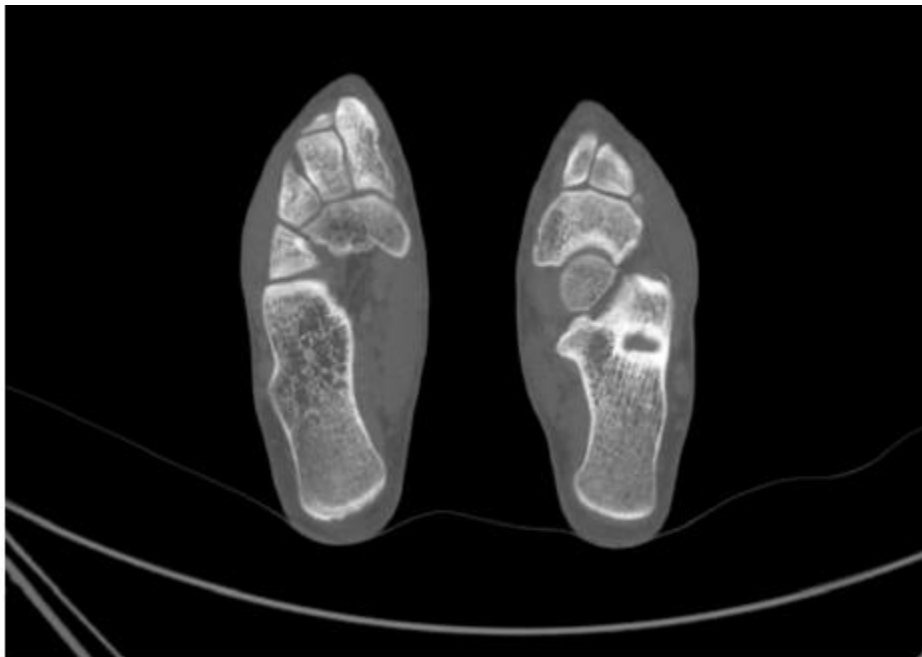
Immagine della scansione CT.
